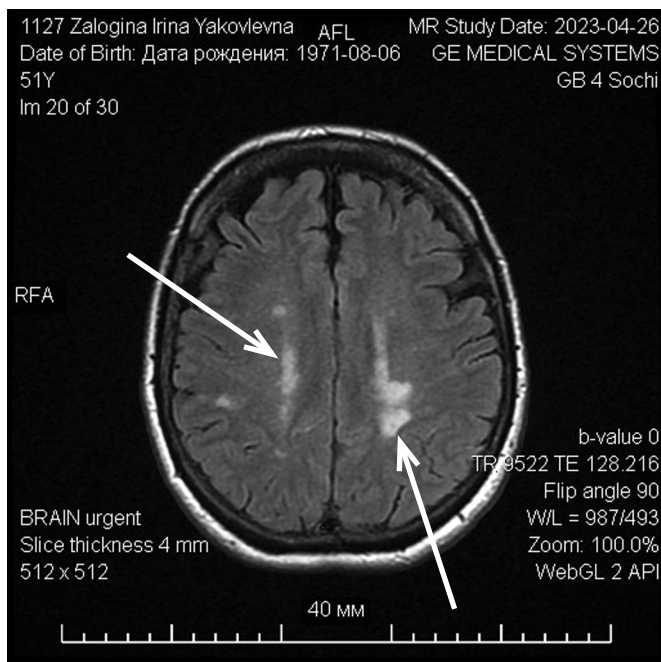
МРТ головного мозга (26.04.2023). Белые стрелки — гиперинтенсивность белого вещества в перивентрикулярных отделах
